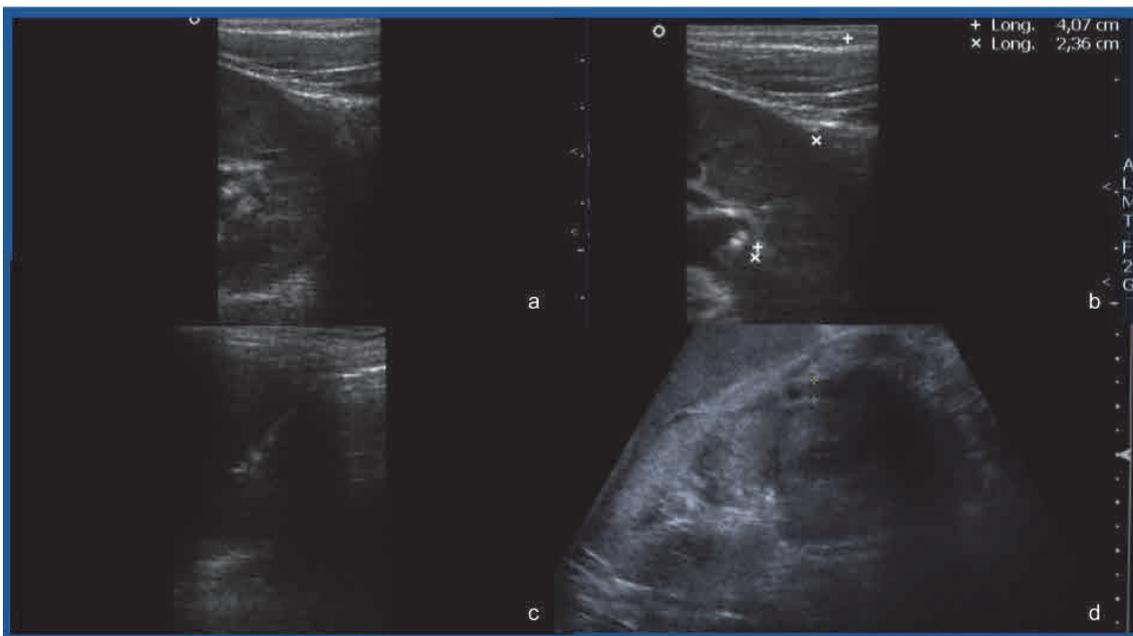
Biopsia renal guiada por ecografía en tiempo real. Localización del polo inferior del riñón izquierdo y mediciones de la distancia piel-riñón (a y b). Visualización de la aguja en el interior de la cortical renal (c). Tras la retirada de la aguja, se comprueba si se ha producido hematoma parenquimatoso o perirrenal (d). Fuente: propia.
